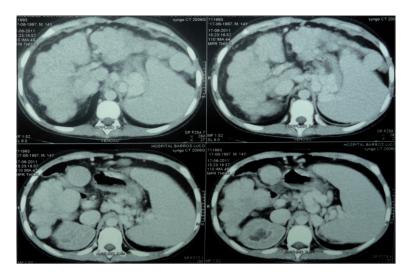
TC abdomen: cirrosis multinodular, HTP y esplenomegalia.
